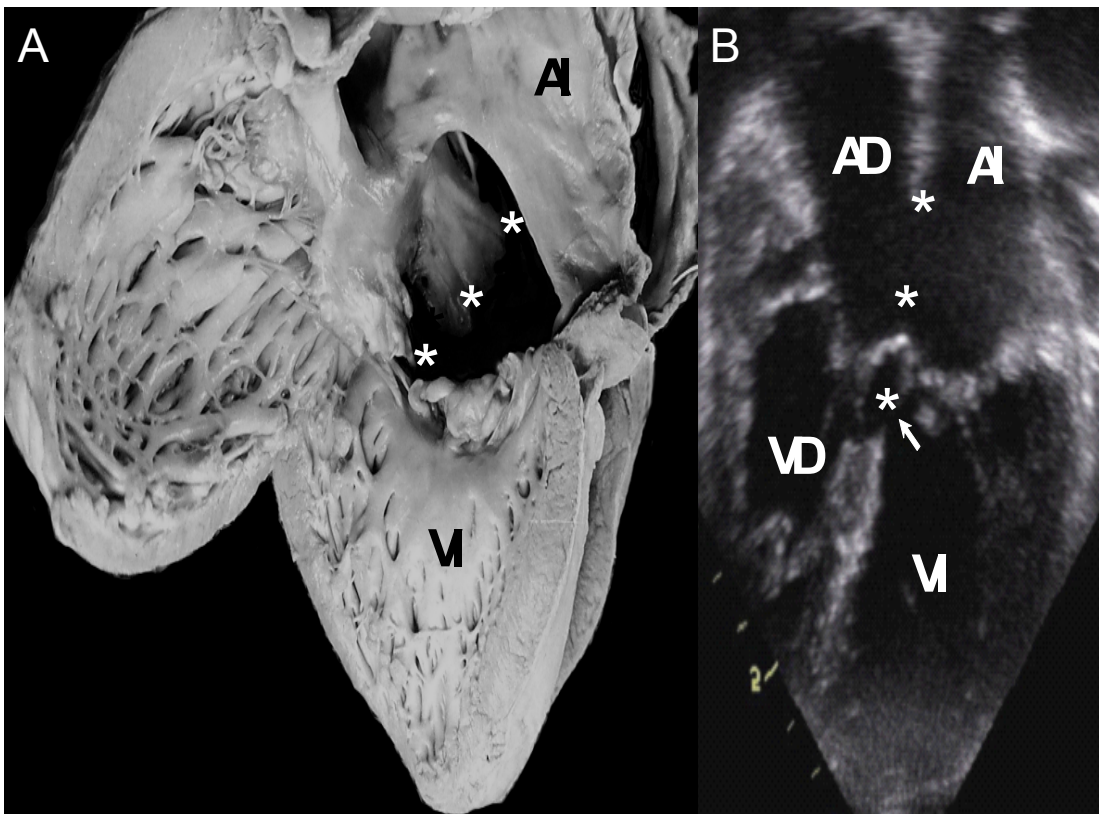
Defecto septal atrioventricular con una válvula atrioventricular común tipo “A” de Rastelli. A.- Espécimen anatómico visto desde las cavidades izquierdas en la que se observan el gran defecto *septal* atrioventricular dentro del cual confluyen el *foramen primum* (asterisco superior), el defecto septal atrioventricular (asterisco central) y la comunicación interventricular (asterisco inferior). En B.- se muestra un ecocardiograma en corte apical de cuatro cámaras con los rasgos mencionados. Obsérvese la inserción de las cuerdas tendinosas en la cresta del *septum* interventricular (asterisco inferior). La flecha muestra los espacios intercordales que representan a la comunicación interventricular. Las demás abreviaturas iguales a las anteriores.
